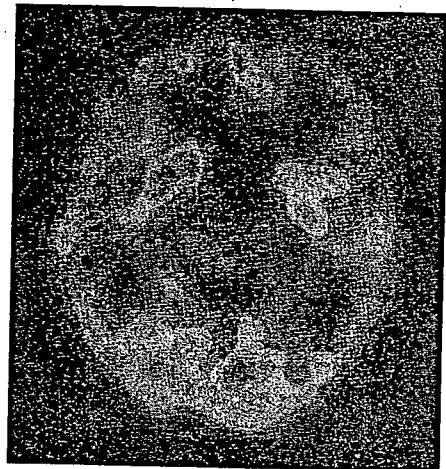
MM2視床型孤発性CJD患者のSPECT所見
